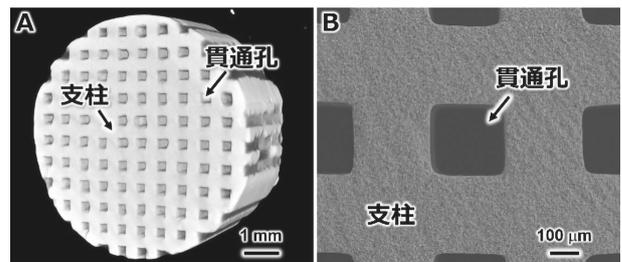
炭酸アパタイトハニカムのマイクロコンピューター断層撮影(μCT)(A)像とSEM像(B).
